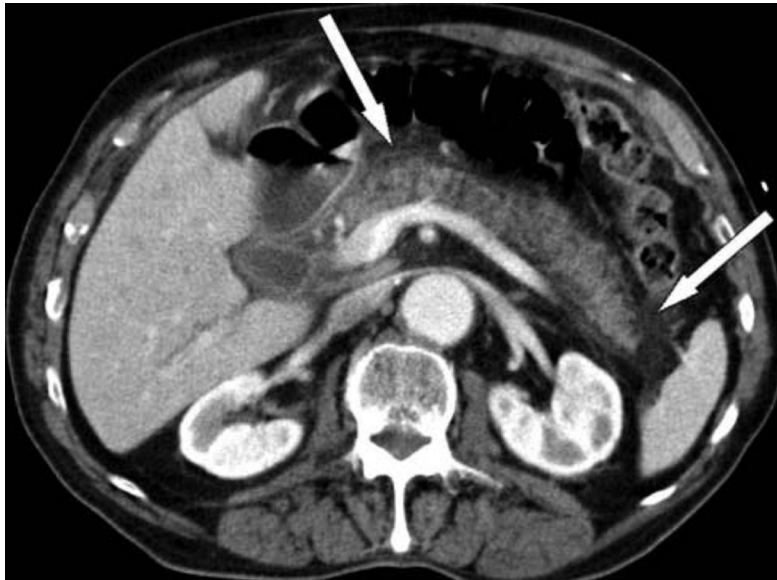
КТ-исследование при остром отечном панкреатите. Обнаруживается отек перипанкреатической жировой клетчатки без формирования острых жидкостных скопления (белые стрелки). Наблюдается снижение плотности тканей поджелудочной железы с появлением негетомогенности паренхимы в результате отека железы.
